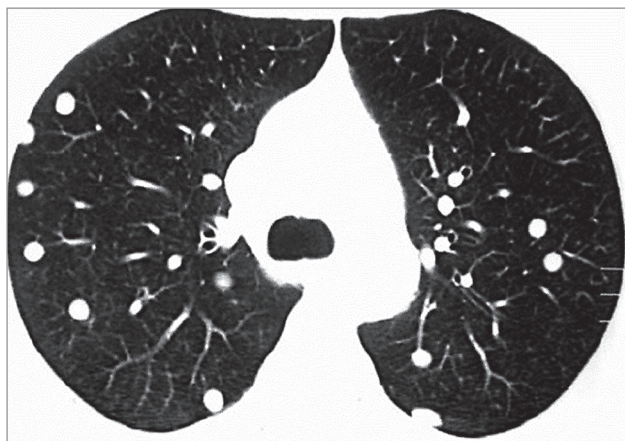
Цистицеркоз легких при мультиспиральной компьютерной томографии, множественные очаговые образования в легких, часть из которых обызвествлена
